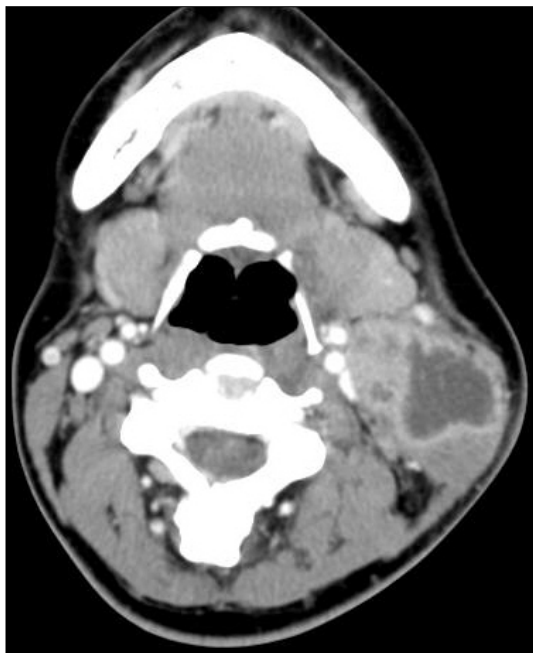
CT finding of tuberculous cervical lymphadenitis. CT scan demonstrates multiple nodes of central low density and peripheral rim enhancement.
